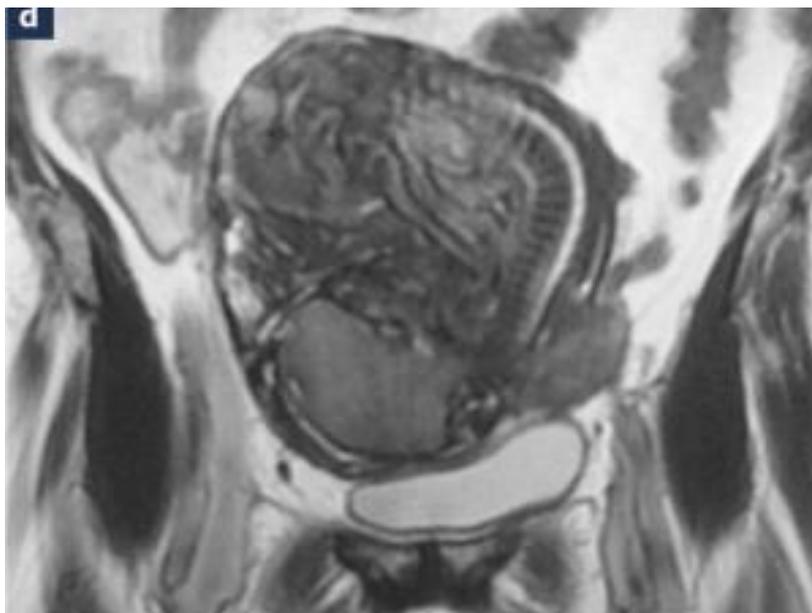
Lithopédion à l'IRM abdomino-pelvienne.
